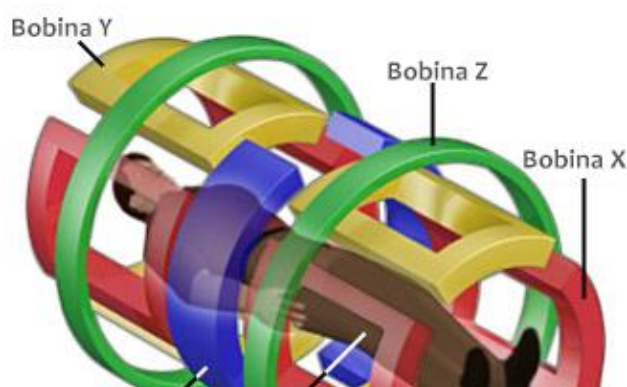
Bobinas de Gradiente. Extraído e adaptado de (MRI: A GUIDED TOUR, 2018)
